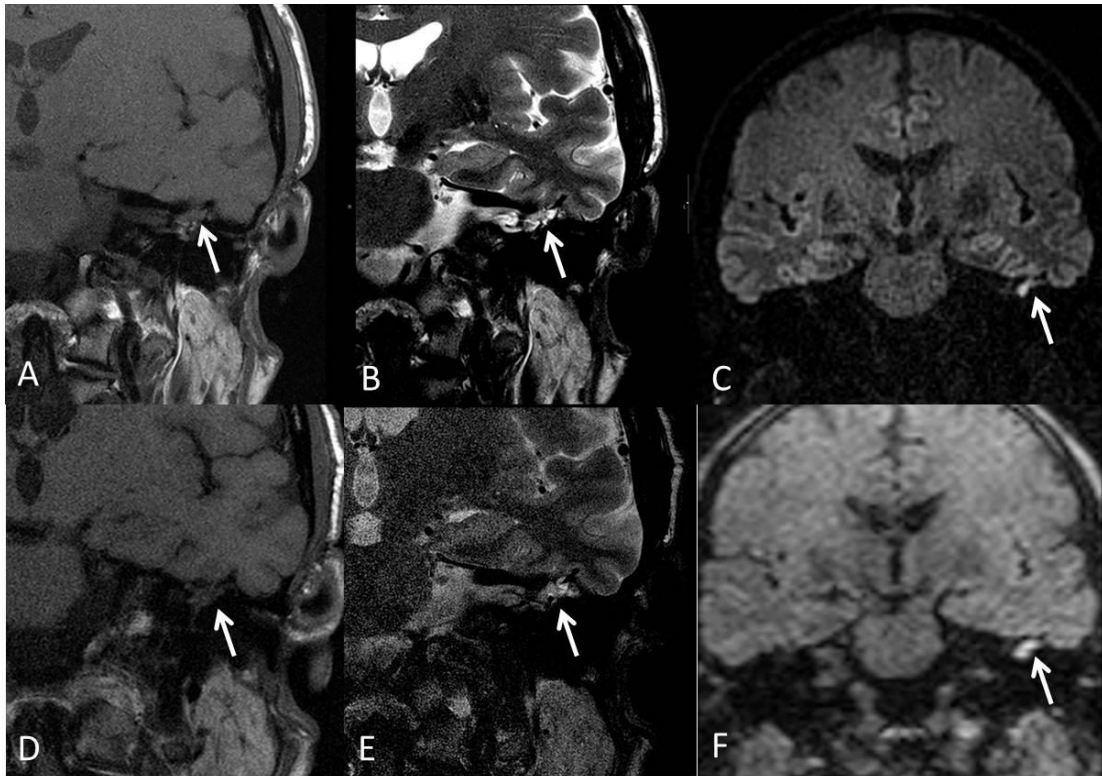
Estudio comparativo del mismo paciente con colesteatoma en RM 3T (A, B y C) y 1,5T (D, E y F).
